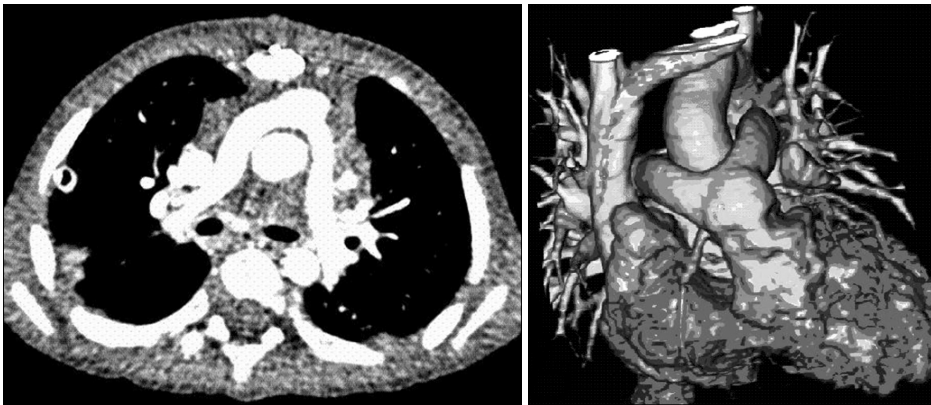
Postoperative 3D CT angiography showed that aortic translocation with biventricular outflow tract reconstruction results in a more “normal” anatomic repair when compared with the Rastelli.
